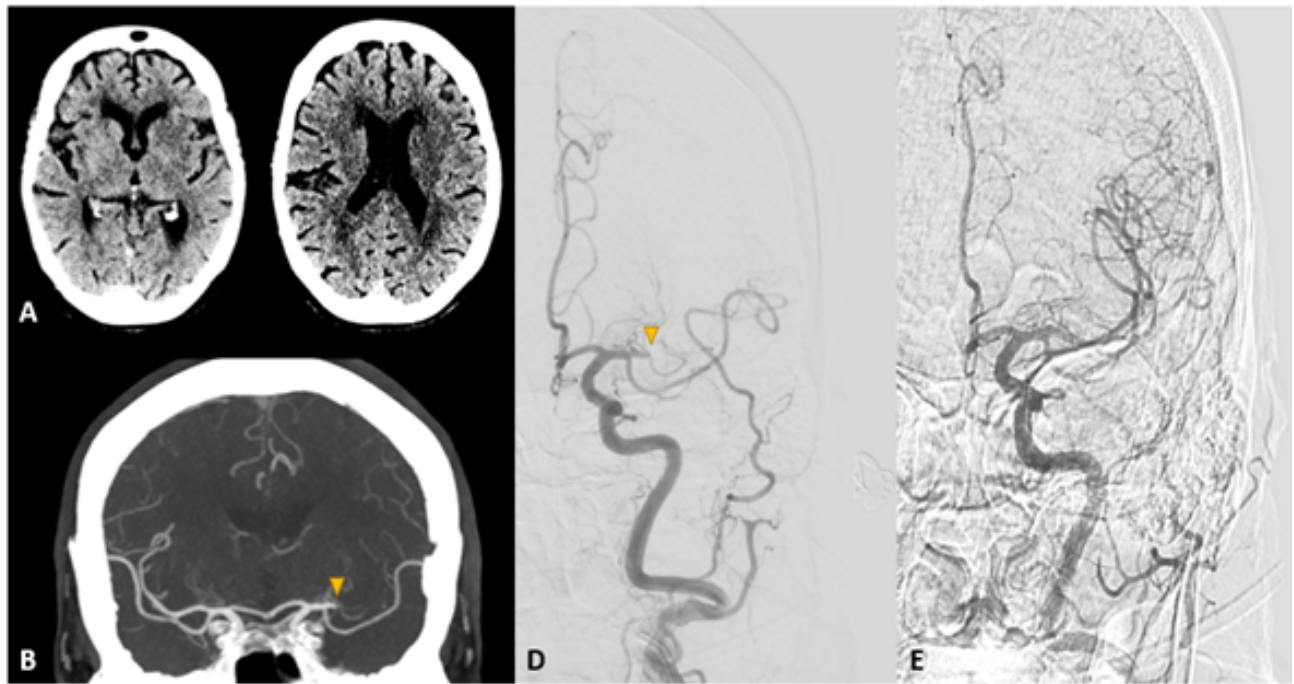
A. Tomografía simple de cráneo en corte axial a nivel de los núcleos de la base con cambios tempranos enterritorio de la ACM izquierda (ASPECTS 7 puntos). B y C. Angiotomografía cerebral con reconstrucción MIP (Proyección de máxima Intensidad) coronal y angiografía cerebral con sustracción digital en proyección PA (postero-anterior) donde se observa oclusión de la arteria cerebral media izquierda en su segmento M1 (Cabeza de Flecha). D. Angiografía cerebral con sustracción digital que demuestra recanalización completa después del primer pase con técnica de aspiración y stent retriever.
